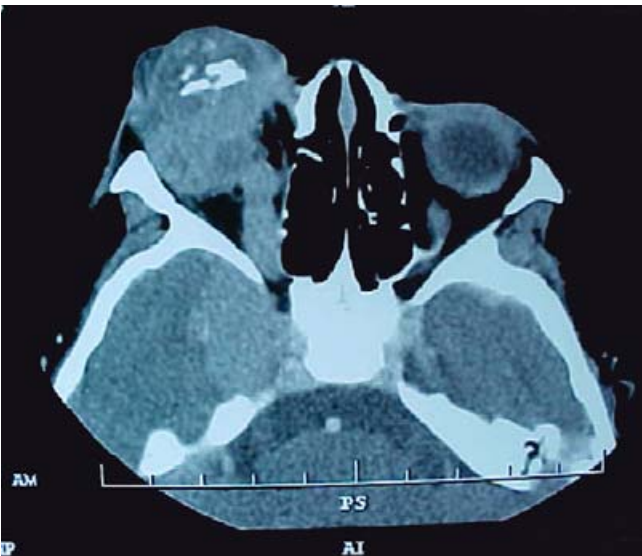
TAC del paciente de la figura 2, con evidencia de metástasis al sistema nervioso central.
